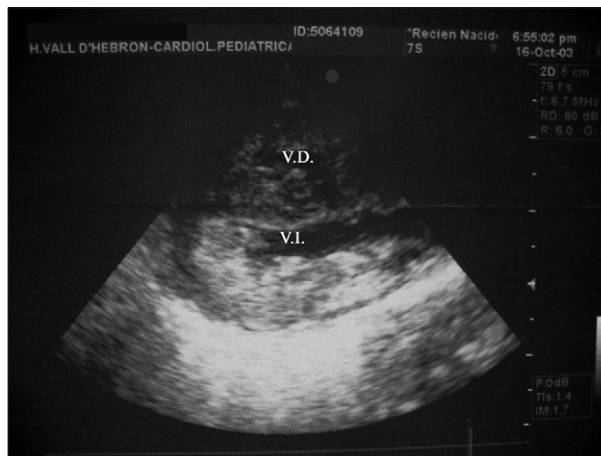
Ecocardiografía 2-D. Proyección paraesternal larga que muestra hipertrofia biventricular grave. VI: ventrículo izquierdo; VD: ventrículo derecho.
